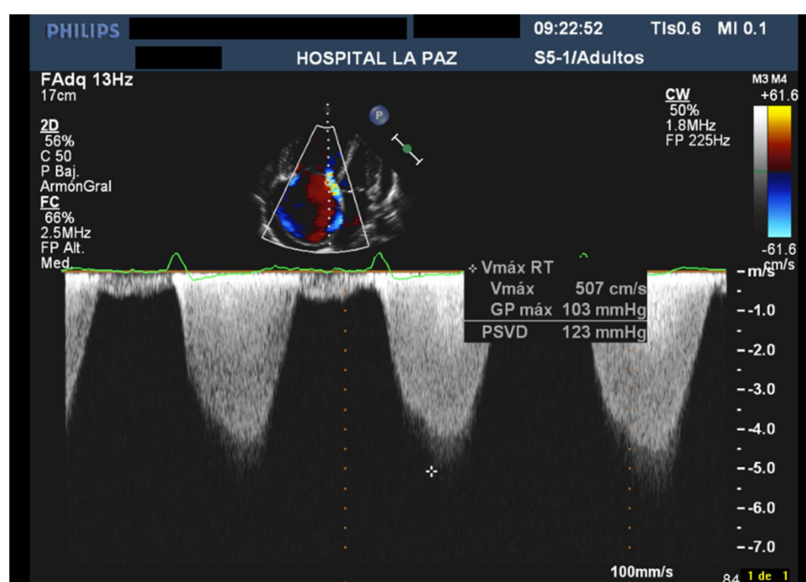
Ecocardiograma transtorácico. Doppler continuo de regurgitación tricúspide. Estimación de la presión sistólica del VD a partir de la velocidad máxima de regurgitación tricúspide.
